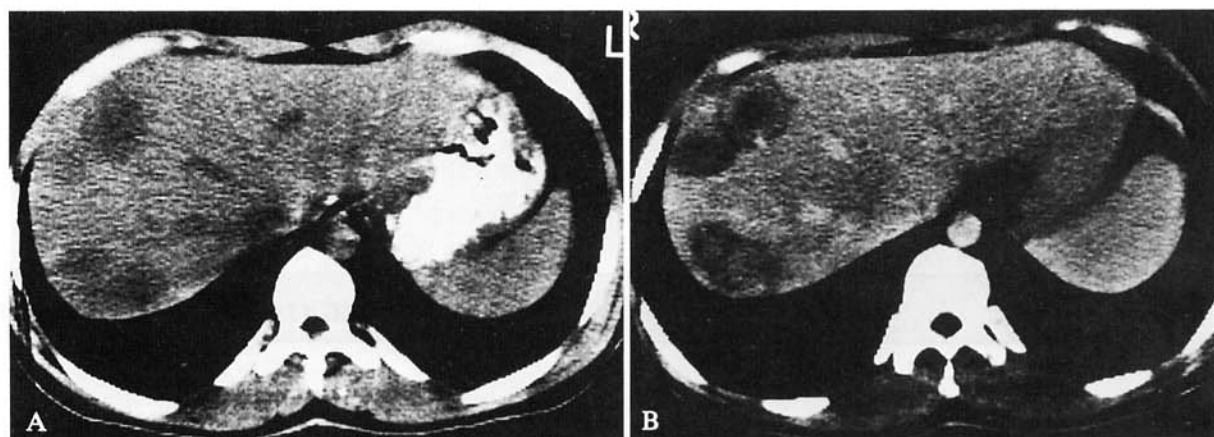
A, B) Scansioni TC mesoepatiche diretta e dopo mdc per via endovenosa. Le multiple aree di ipodensità all'esame diretto (A) mostrano evidente impregnazione periferica a cerchio (B). Plain (A) and enhanced (B) mesohepatic CT scans. The multiple low-density nodular areas on the plain CT scan (A) show a neat «ring» of peripheral enhancement (B).
